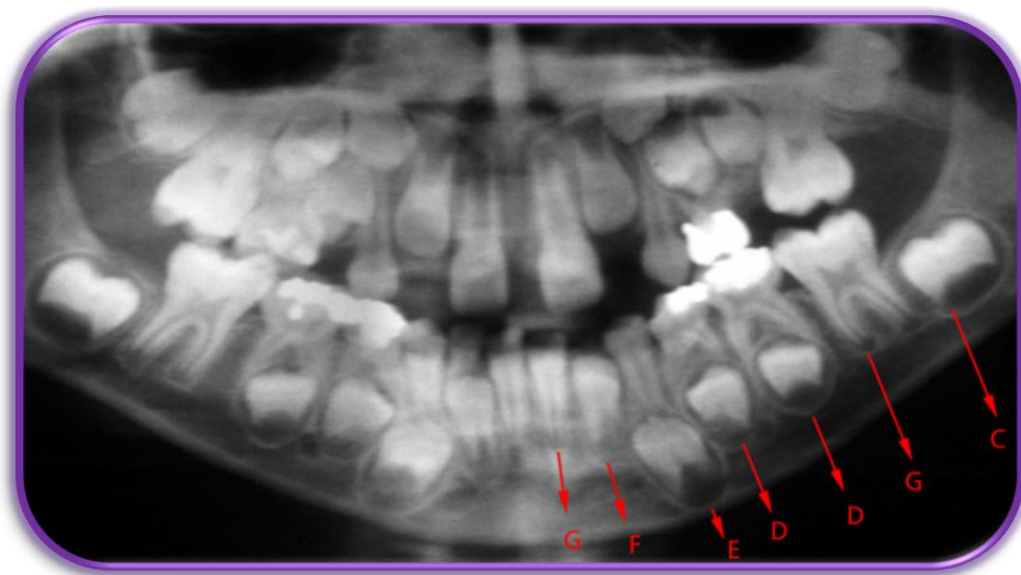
Ejemplo de radiografía panorámica donde se señalan las letras correspondientes a cada germen dentario Tomado de Torres M, Santiago Z, Cap.V en D'Escriván LS.
